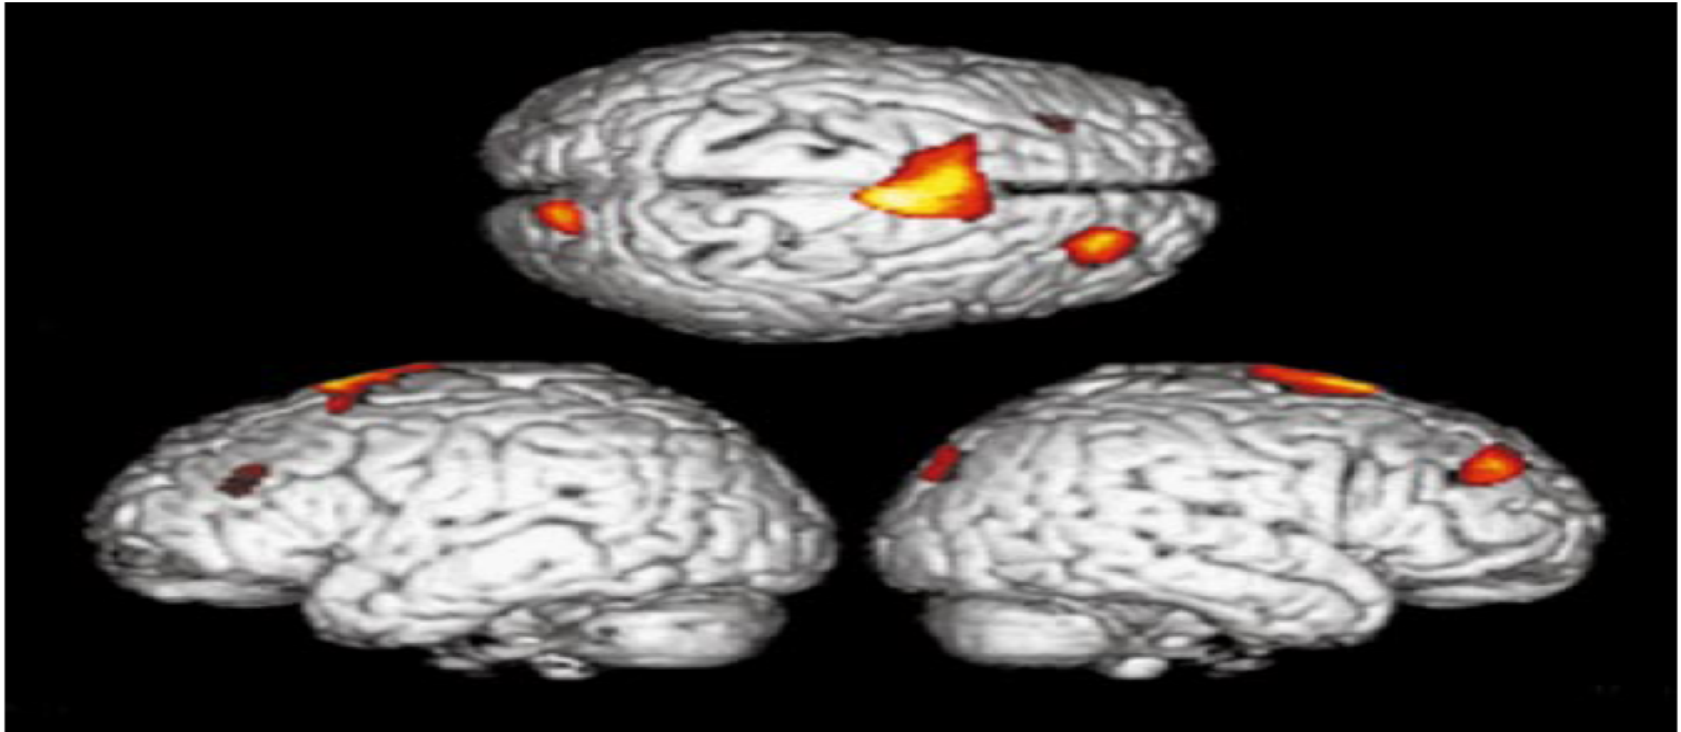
Significant activations for the contrast 'religious-recite' vs. 'rest' in religious subjects, rendered onto canonical T1-weighted image of SPM97d ($P < 0.001$, uncorrected for multiple comparisons) (see also Table 2). Shown are the left, dorsal and right view of the brain. Scans for each subject were realigned and spatially normalized onto the PET template, and smoothed using an isotropic Gaussian kernel with FWHM set at 20 mm. The SPM grey matter threshold was set to its default value. For task comparisons, an ANCOVA (analysis of covariance) model was fitted to the data for each voxel.
